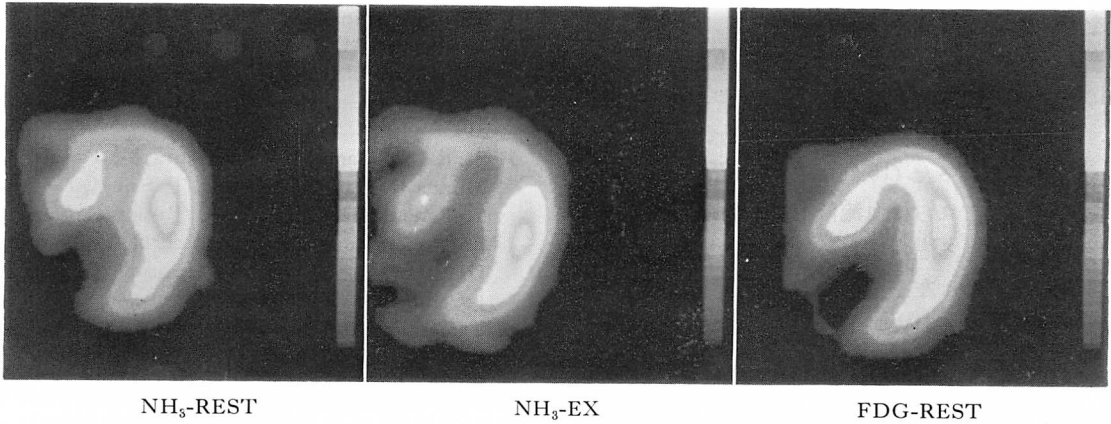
$^{13}\text{N}$ -ammonia rest image (left), stress image (middle) and FDG image (right) of Case 13 (56-year-old man).
